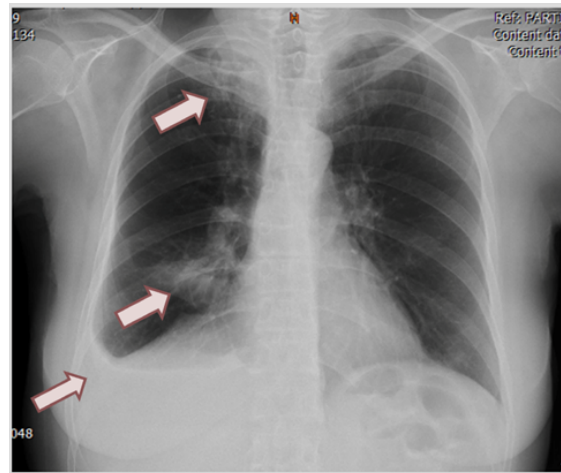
Radiografía póstero-anterior de tórax: opacidades a nivel apical y en lóbulo medio derecho y derrame pleural derecho (flechas color vino).
